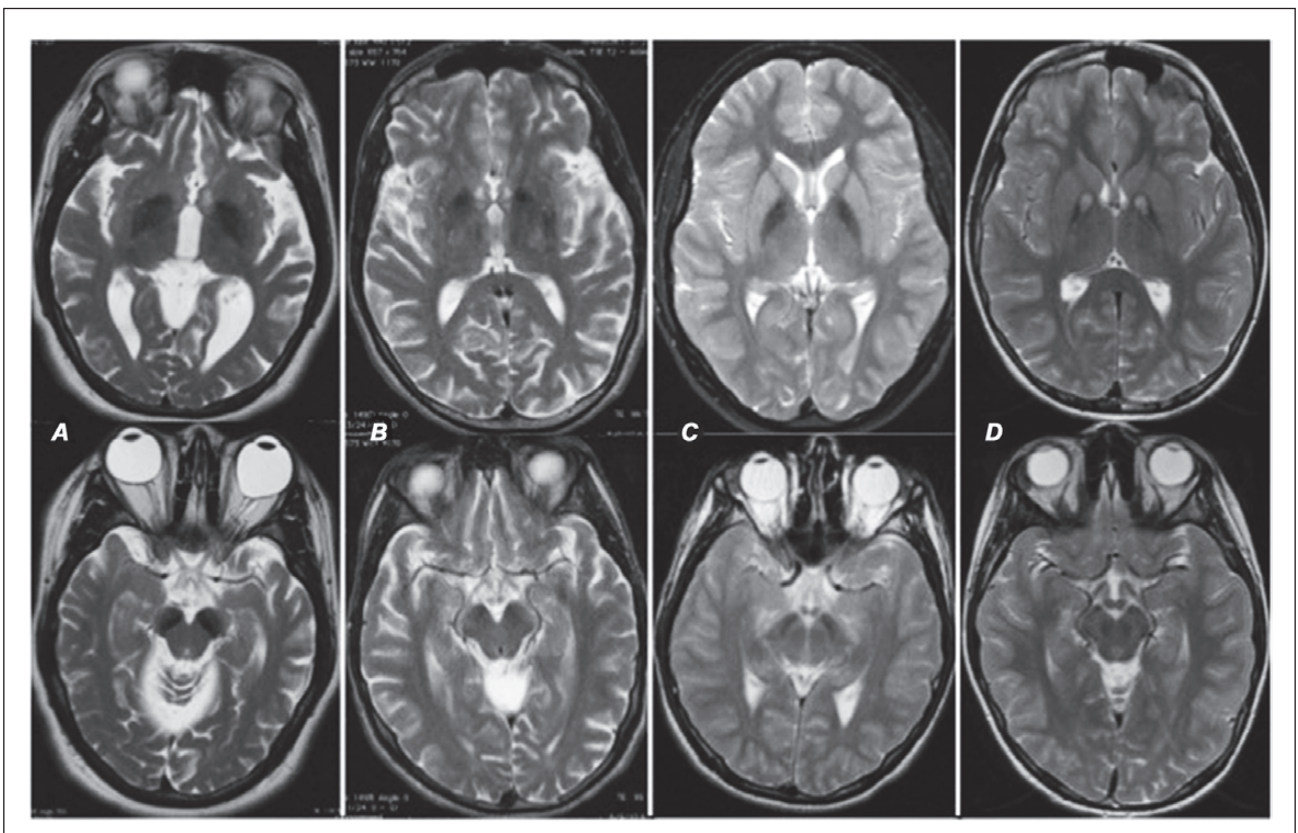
МРТ, аксіальне T2-зважене зображення блідої кулі (верхній ряд) і чорної субстанції (нижній ряд) у випадках ННЗМ: А) ВРАН; В) PLAN; С) МРАН; D) РКАН (https://www.researchgate.net/figure/MRI-of-the-globus-pallidus-and-substantia-nigra-in-four-main-forms-of-NBIA-Axial-T_fig4_236921486) [23]
